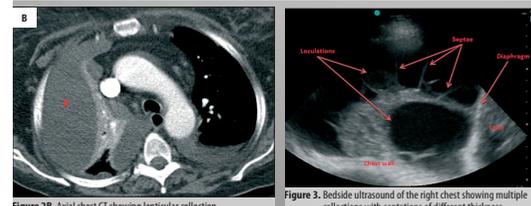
Axial chest CT showing lenticular collection.
